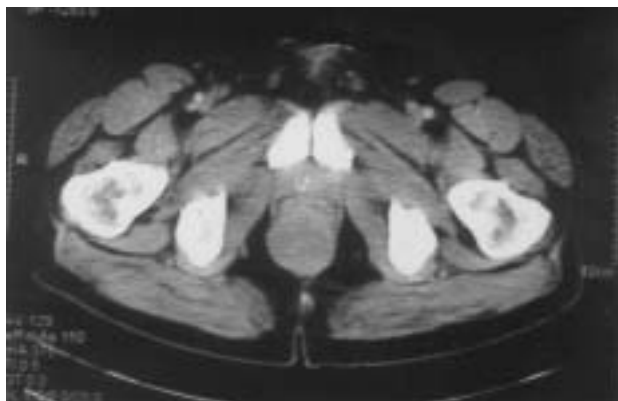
Imagen de tomografía computarizada (TC), en la que se observa una masa redondeada, de 4 cm de diámetro, bien delimitada, de consistencia homogénea y localizada en la zona más distal de la ampolla rectal.
